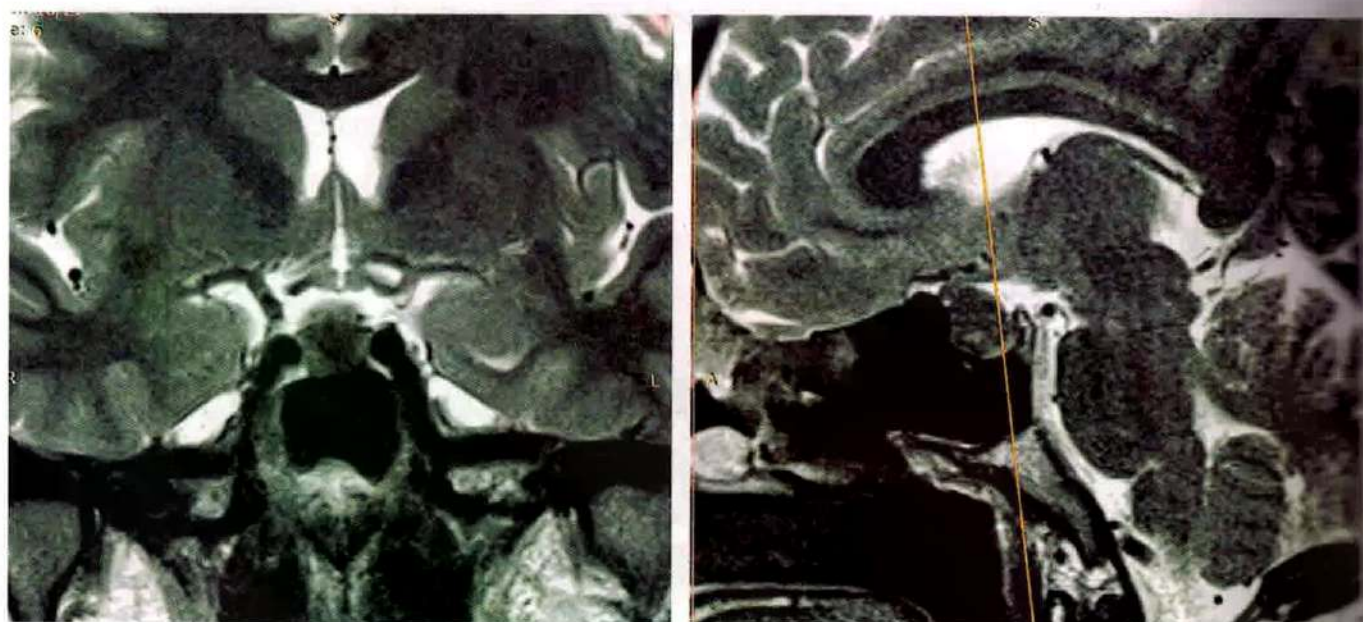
МРТ головного мозга, T2-ВИ: абсцесс турецкого седла
